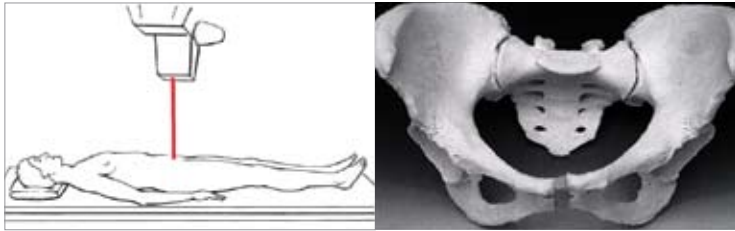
Anterior-posterior (ap) pelvioradiography.
